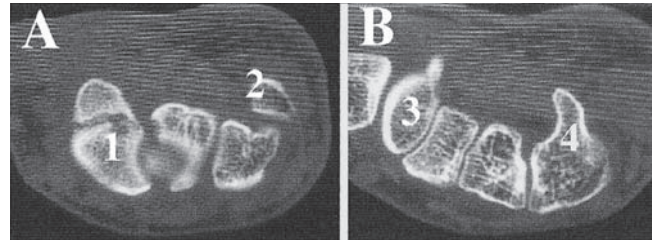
TC del carpo que muestra el surco carpiano y sus límites. A) Nivel de la primera fila del carpo. B) Nivel de la segunda fila del carpo. 1) Escafoide. 2) Pisiforme. 3) Trapecio. 4) Hueso ganchoso.
